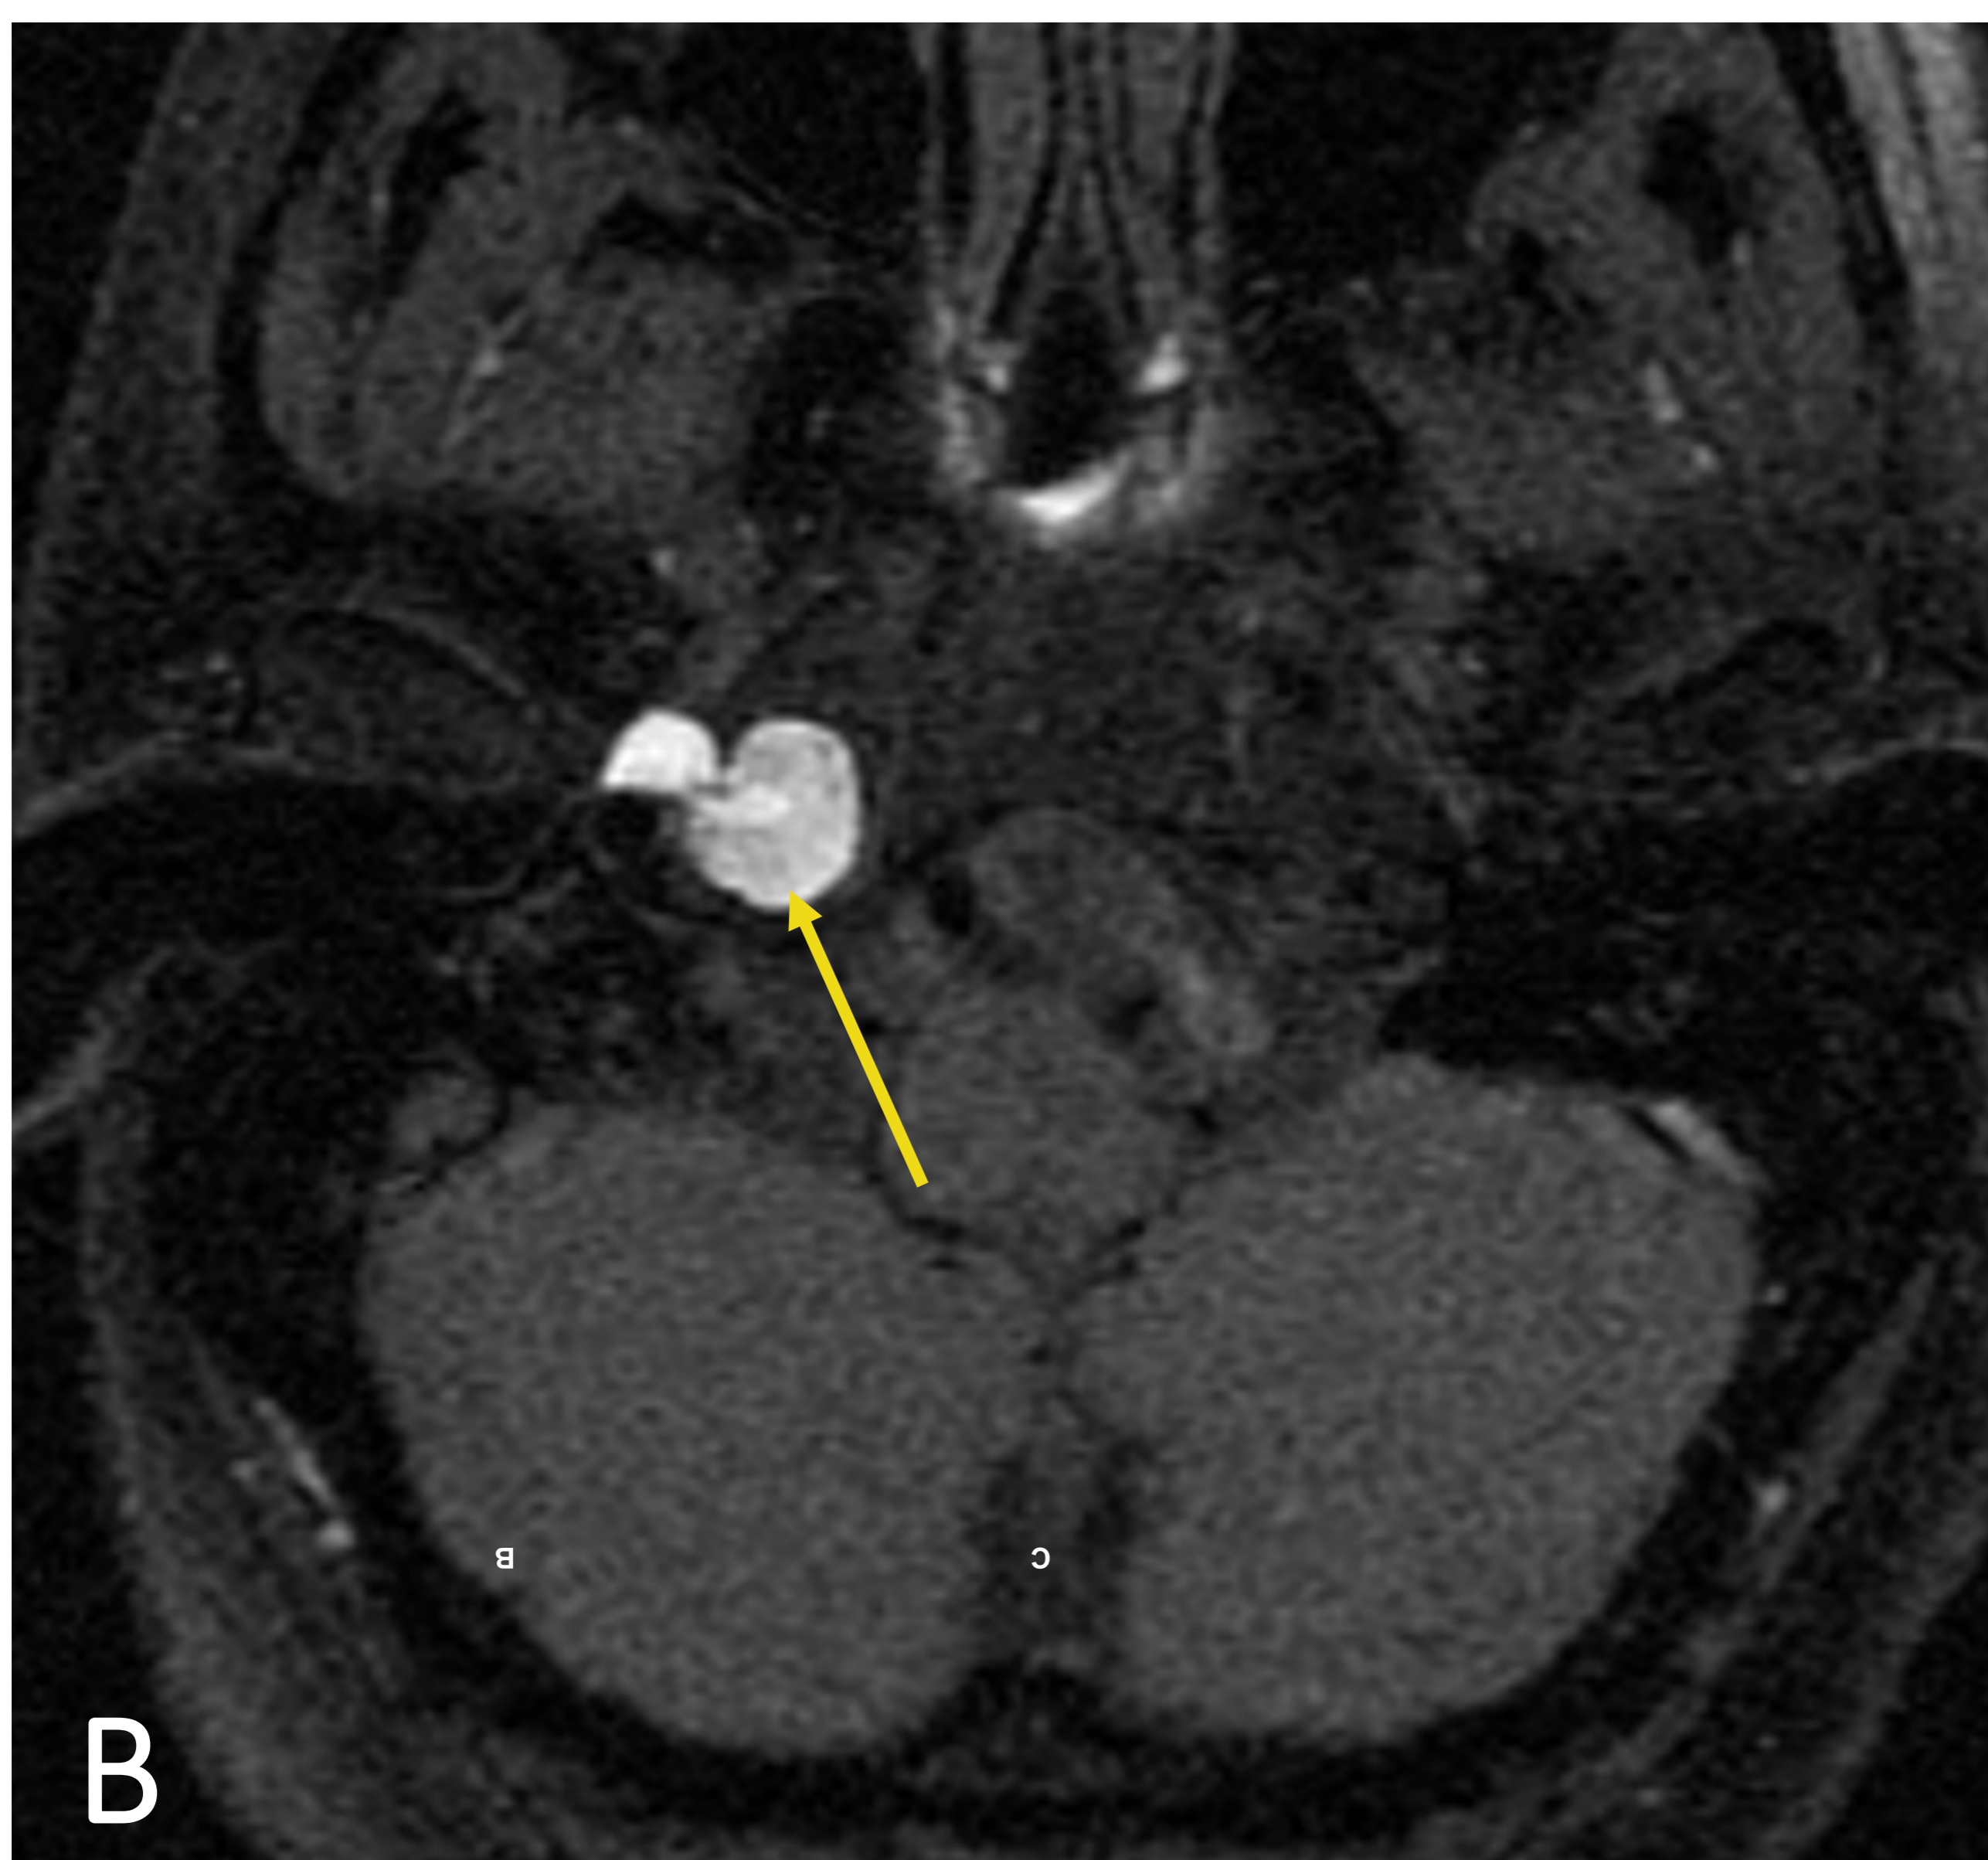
RM T1. Mismo paciente que en fig. A. Lesión bilobulada en peñasco derecho con marcada hiperintensidad (flecha)
